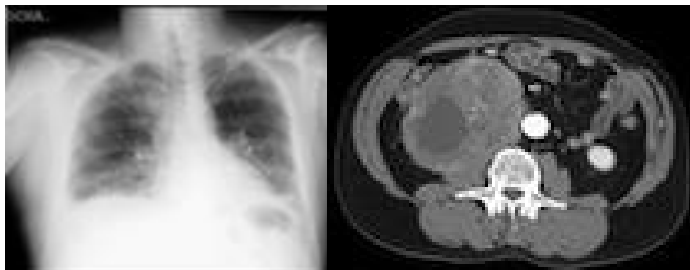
Radiografía de tórax. Figura 2. TC abdominal y pélvico con contraste
